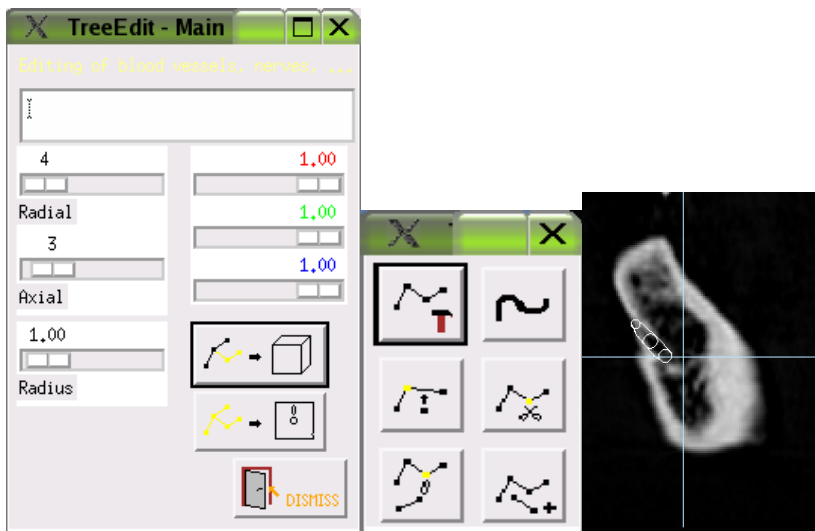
Tree Edit-Menu (links) Ausschnitt aus einem CT- Schichtbild mit Querschnitt durch den linken Unterkiefer und einem Tree Edit-Stützpunkt im Kanal des N. alveolaris inferior (rechts)
